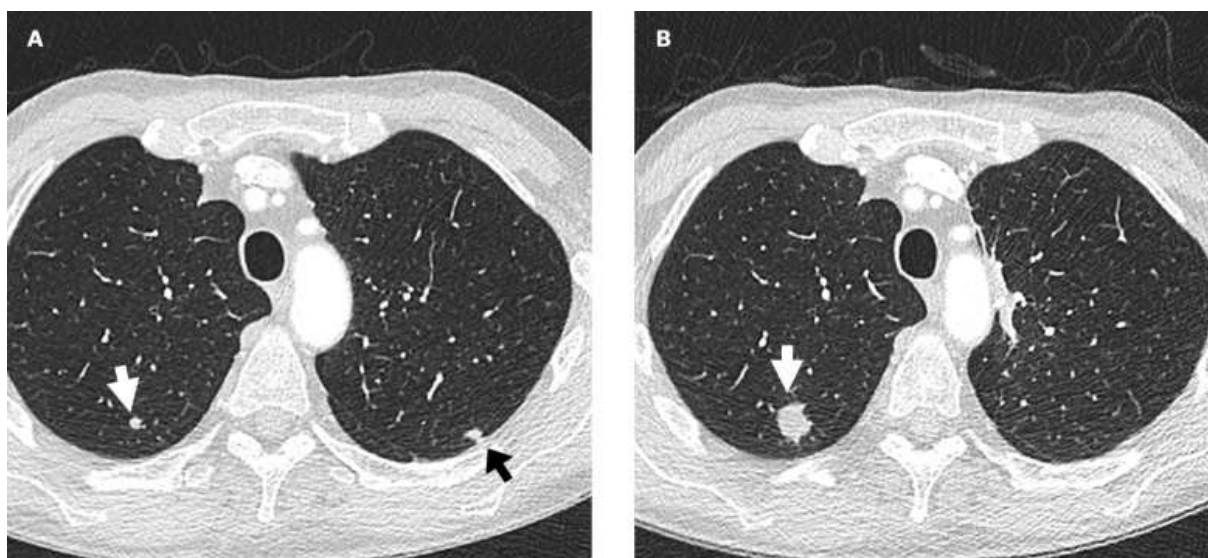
TDM thoracique d'un patient pris en charge au CHU Hassan II de Fes montrant des images de métastase pulmonaire
